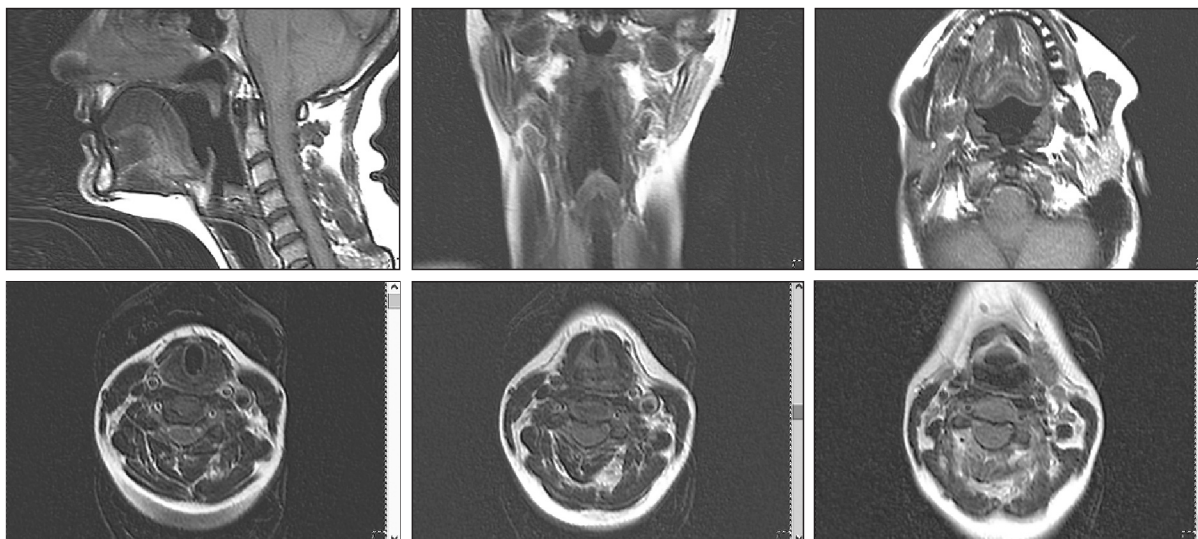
МР-томограммы при артикулировании гласного «i» в слове киль 'иди сюда'. Верхний ряд, слева направо: срединный сагиттальный срез; фронтальный срез через глотку, гортань и трахею; аксиальный срез через ротоглотку. Нижний ряд, слева направо: аксиальные срезы через гортань на уровне подвязочного пространства; на уровне голосовых связок; на уровне входа в гортань
